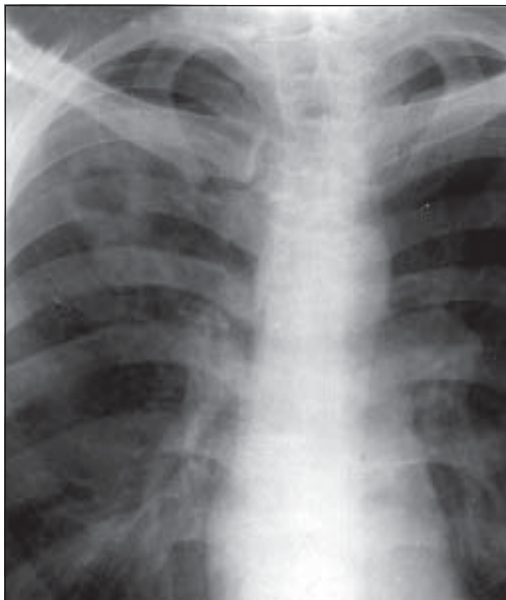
Туберкульозна каверна верхньої частки правої легені. Рентгенограма.
